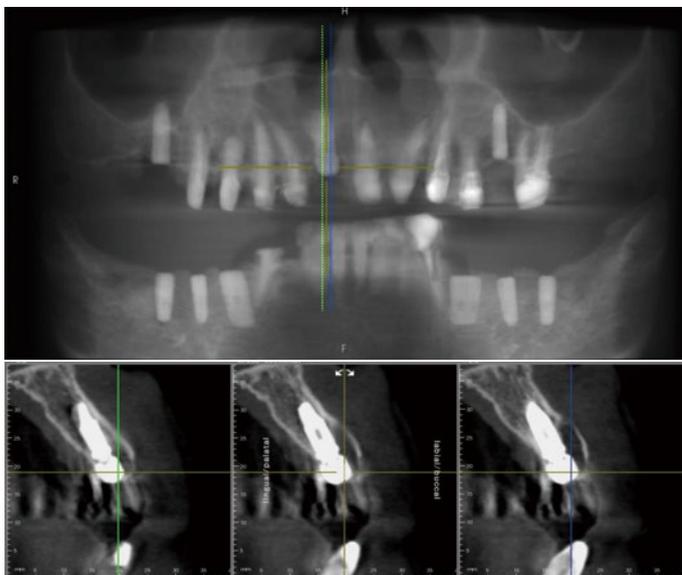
6|1|5 部および 6 5 4|4 5 6 部へのインプラント埋入後のCT像。クロスセクショナル像は 1|部インプラントを示す。
